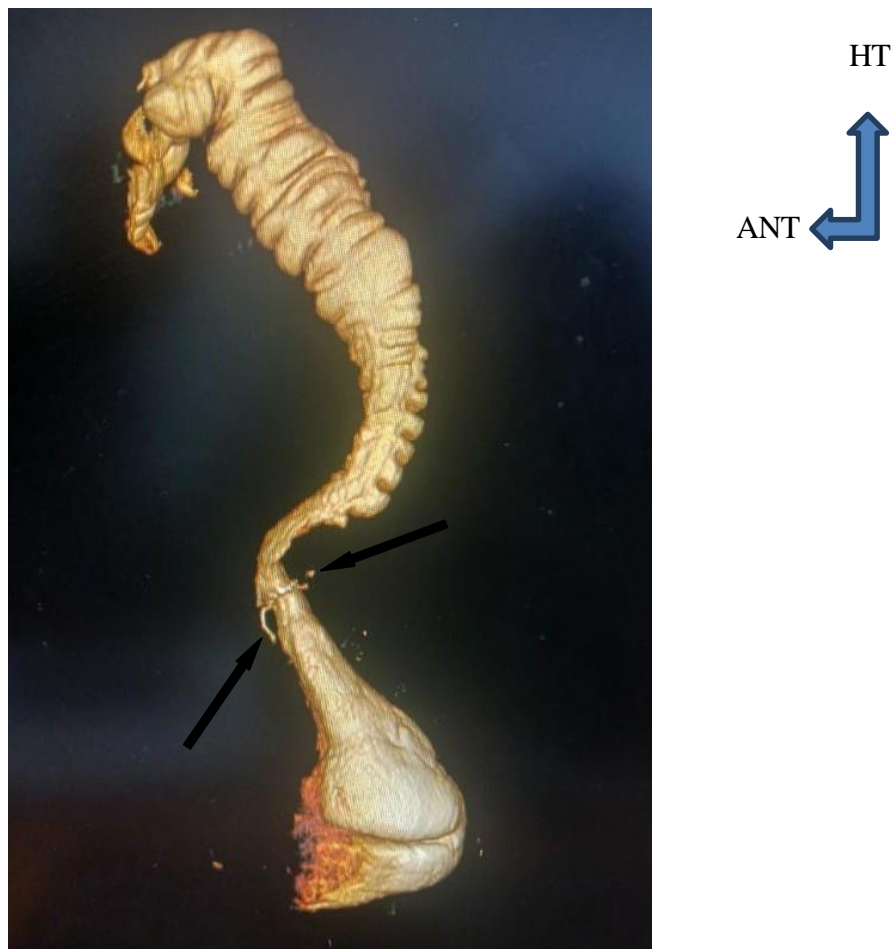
TDM abdominale après opacification en reconstruction 3D montrant sténose peu serrée de la zone anastomotique colo rectale (flèches noires).
